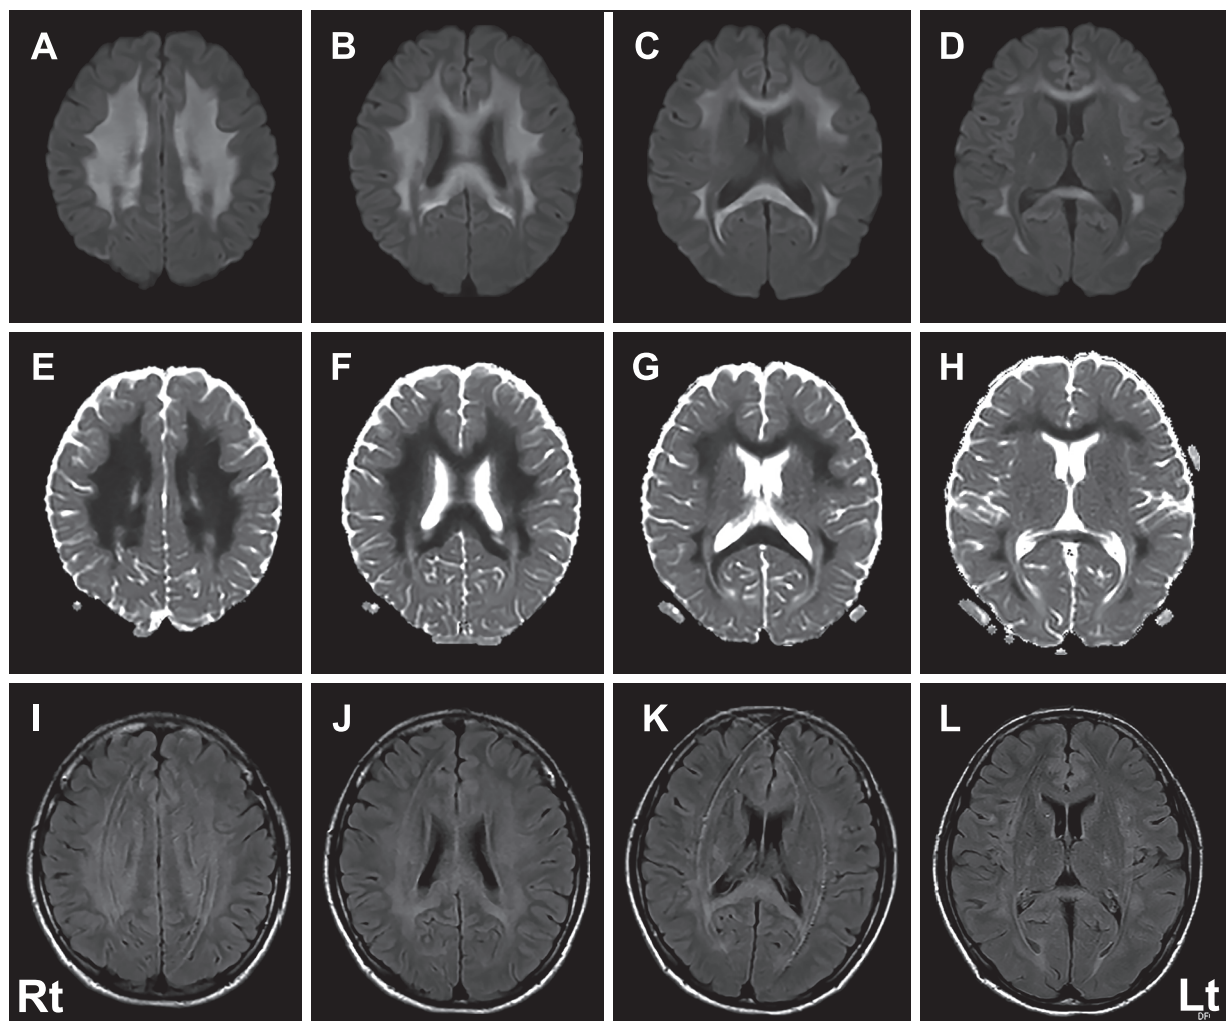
Brain MRI on day 4 after the onset of fever.
